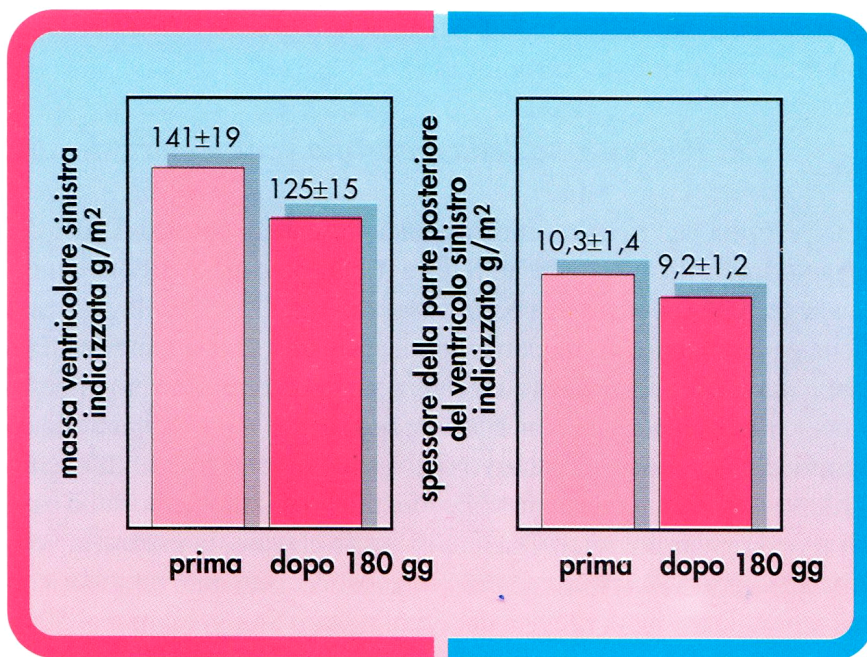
effetti del trattamento con Bisoprololo sulla massa ventricolare sinistra e sullo spessore della parete posteriore prima e dopo 180 gg. di trattamento attivo (dati ecocardiografici).
